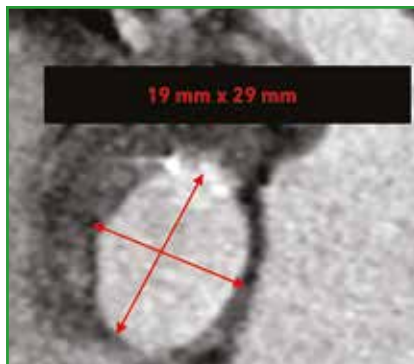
Exemple de chambre de chasse ventriculaire gauche très asymétrique en scanner chez un patient porteur d'un RA à DN-BG. Le diamètre mesuré à 19 mm correspond à celui mesuré en échocardiographie alors que le diamètre orthogonal est mesuré à 29 mm. On comprend ici les limites de l'équation de continuité lorsque la chambre de chasse n'est pas circulaire.
